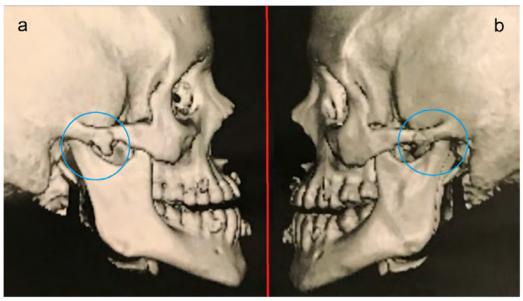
Tomografia computadorizada com reconstrução tridimensional diagnóstica. A) Eminência articular direita. B) Eminência articular esquerda
